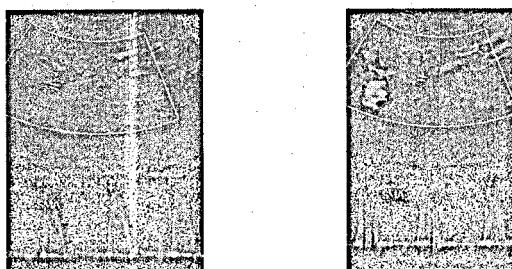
EcoDoppler de la Arteria Mesentérica Superior de una paciente de 82 años con dolor abdominal y pérdida de peso. Presenta una estenosis de la arteria mesentérica superior evidenciada en una velocidad sistólica pico de 304 cm/s y un ensanchamiento espectral proximal (izquierda). A la derecha, ondas de turbulencia luego de la estenosis en la arteria. Tomado de: Cullinane, 2011.
